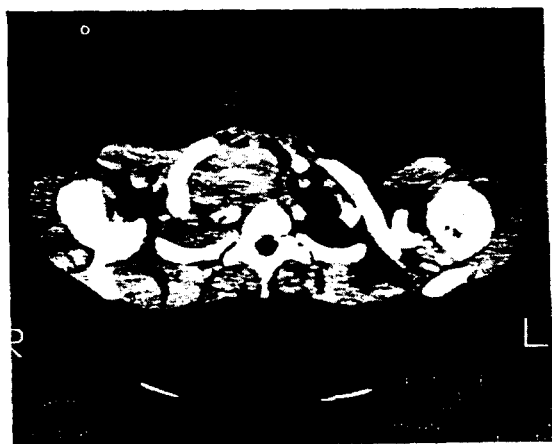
Chest CT showing huge mediastinal mass which has same density with muscles and contains cystic component with lower density.
